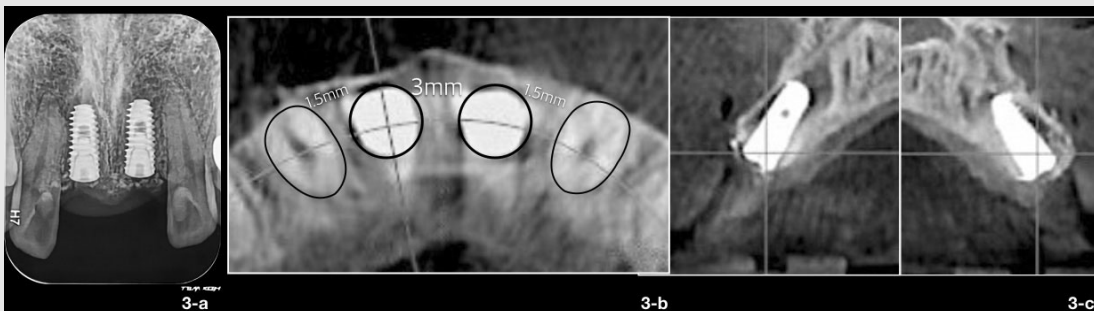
임플란트 식립 후의 표준발사선 사진 (3-a) 및 CT (3-b,3-c) 자연치와 임플란트 사이는 1.5mm 이상 임플란트와 임플란트 사이는 3.0mm 이상의 거리가 유지되어야 한다.
